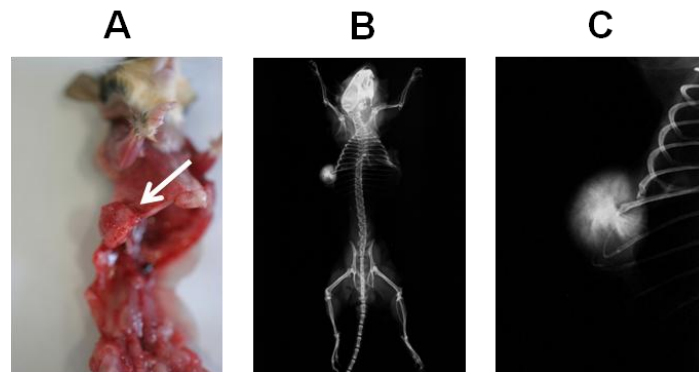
Analyse eines Tumorfundes einer *Trp53^{+/+}/Ptprz1^{-/-}*-defizienten Maus. (A) Bei der Präparation einer 52 Wochen alten *Trp53^{+/+}/Ptprz1^{-/-}*-Maus wurde ein Osteosarkom am Rippenbogen entdeckt (→). (B) Die Aufnahme der Kontaktradiographie spiegelt die Verschattung deutlich wieder. (C) In der Vergrößerung des Tumors lässt sich das stark mineralisierte Zentrum noch besser erkennen.
